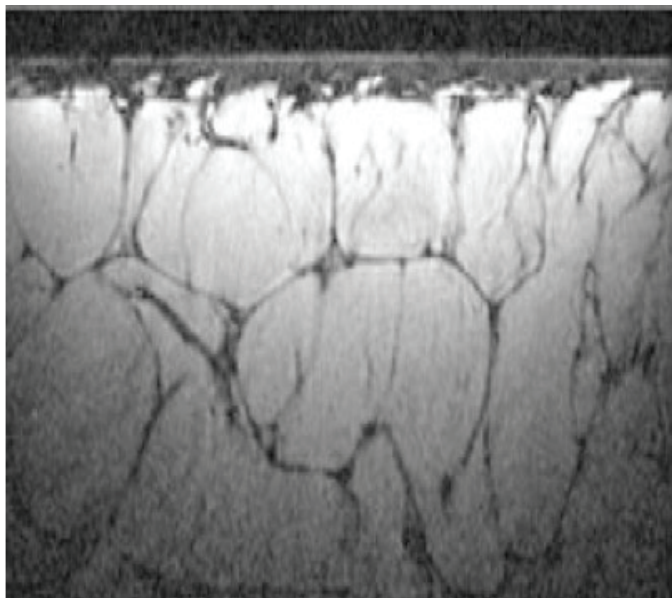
Ressonância magnética da pele, em que 1 corresponde à derme, 2 à pequena papila adiposa em direção à derme, 3 à hipoderme evidenciando os septos fibrosos e 4 e 5 ao tecido celular subcutâneo
